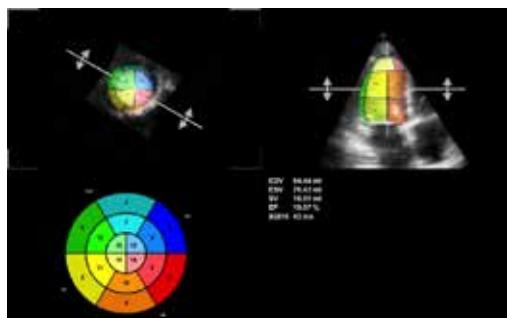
Severely reduced left ventricular systolic function on transthoracic echocardiography using modified Simpson's method on admission.
